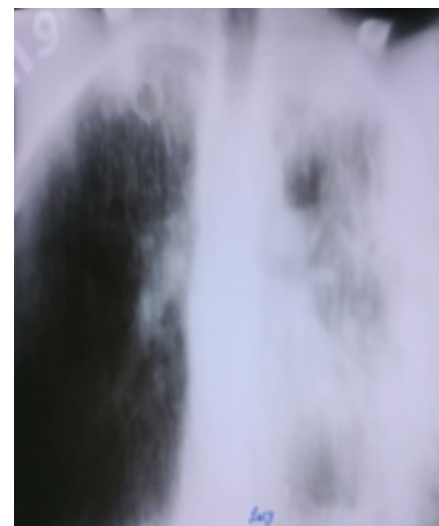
Томограмма легких
